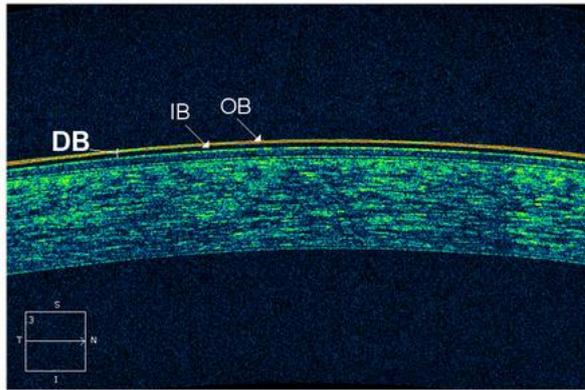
Imagen mediante tomografía de coherencia óptica (OCT, de sus siglas en inglés) de la película lagrimal y la córnea central. Imagen obtenida de Napoli y cols.<sup>18</sup>
